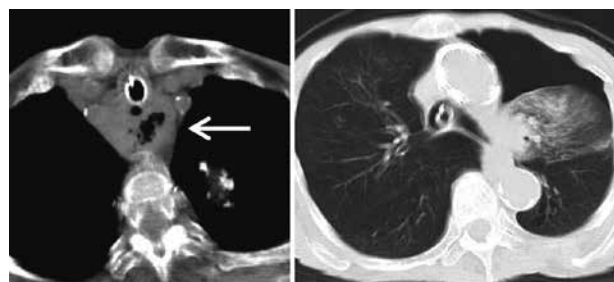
搬送後胸部CT所見。食道壁は不整な肥厚を示し（左図の矢印）右肺では気胸が認められる（右図）。
